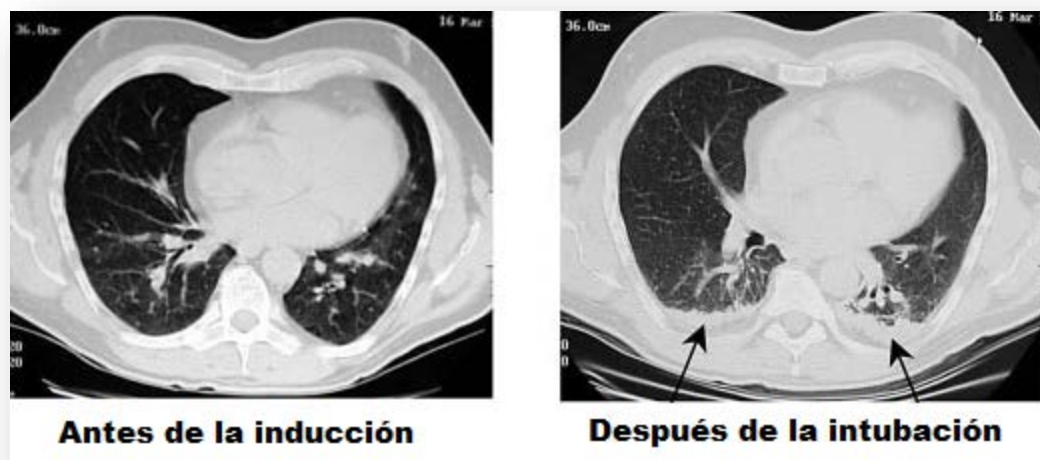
Tomografía computarizada de los pulmones antes y después de la inducción anestésica. Imagen tomada de Magnusson L 2003<sup>73</sup>.
